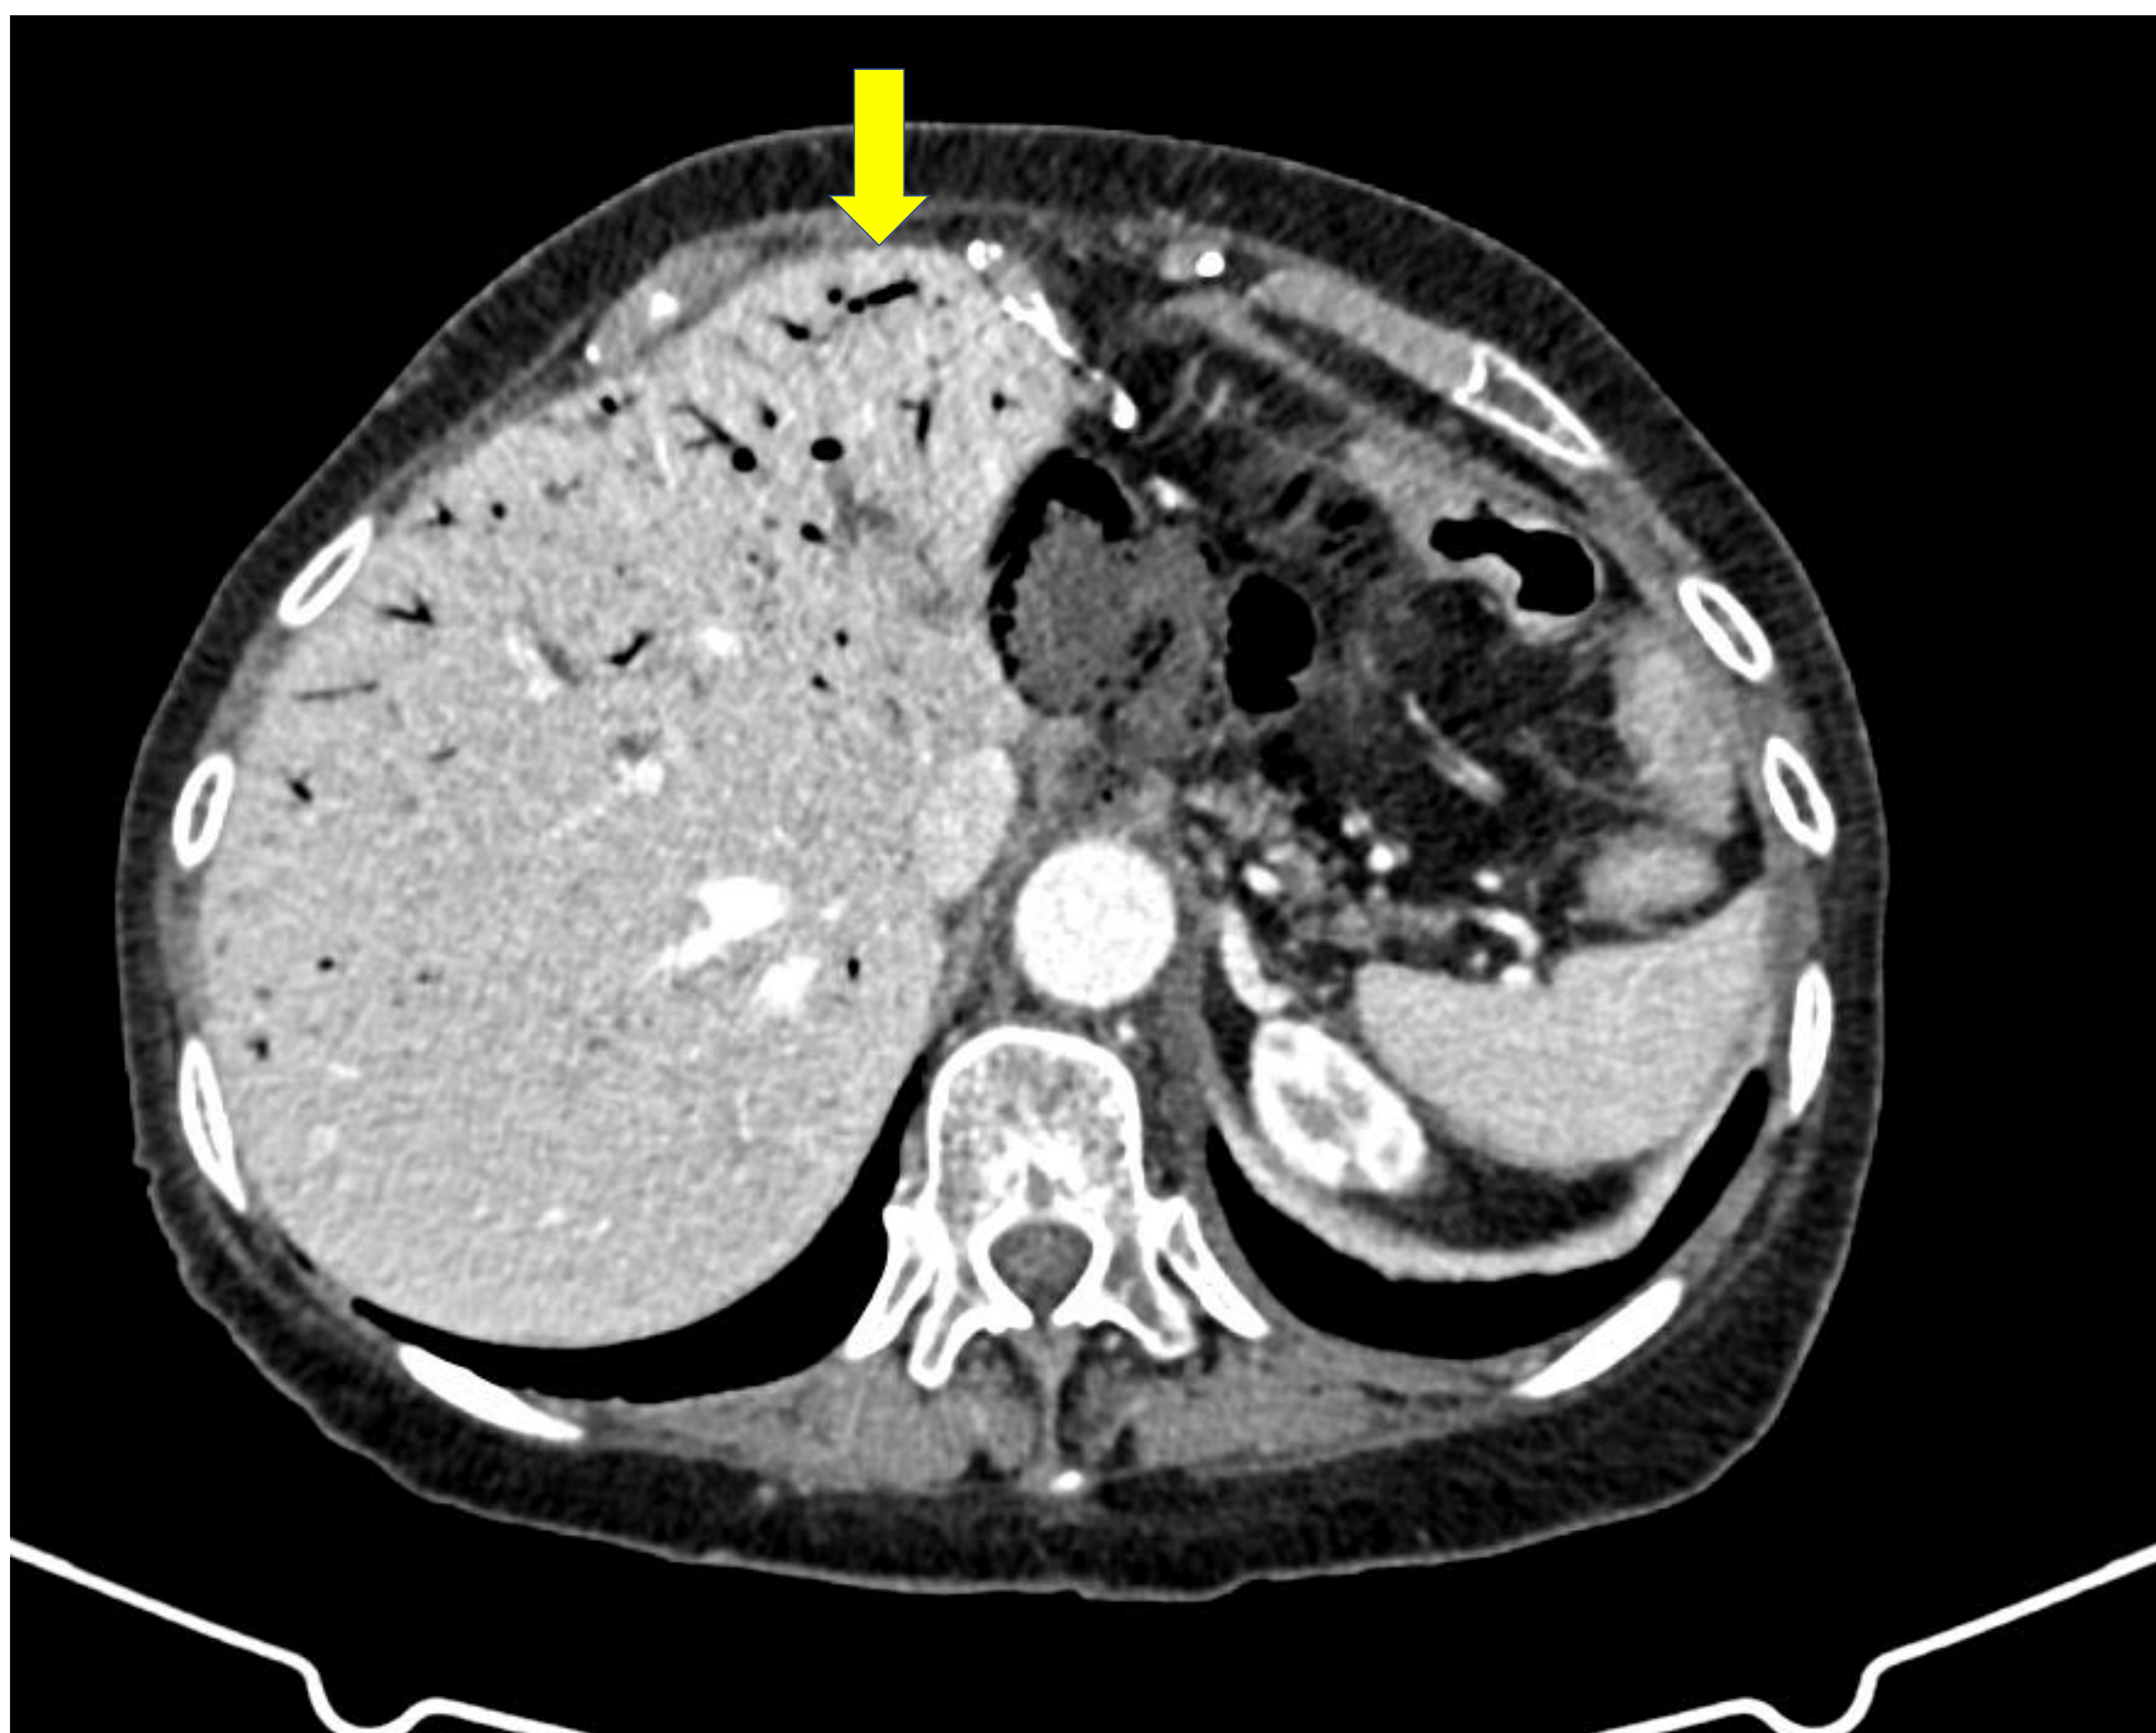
Gas venoso portal causado por isquemia mesentérica que se presenta como dolor abdominal agudo. La imagen de TC sin contraste muestra áreas de atenuación del aire ramificado en la periferia del hígado (la cápsula hepática), lo que sugiere gas venoso portal.
